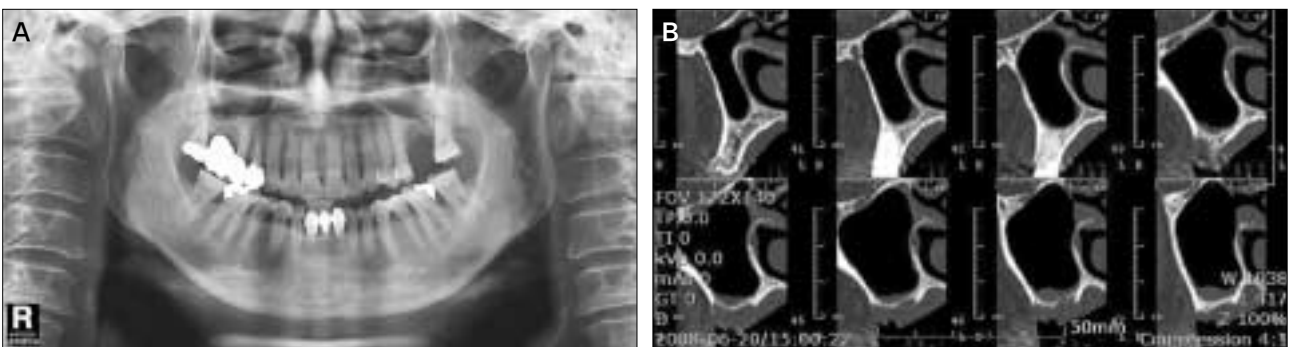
Diagnosis & radiographic evaluation of the remaining alveolar ridge, maxillary sinus cavity and mandibular ramus. A. Panoramiography of the patient shows a very thin remaining alveolar ridge after missing of tooth (#26) with severe alveolar bone destruction and pneumatization of maxillary sinus cavity; B, Dental CT scan shows a very thin remaining alveolar ridge (height: about 1 mm) with slight mucosal thickening in left maxillary sinus cavity, and the patency of maxillary ostium.
